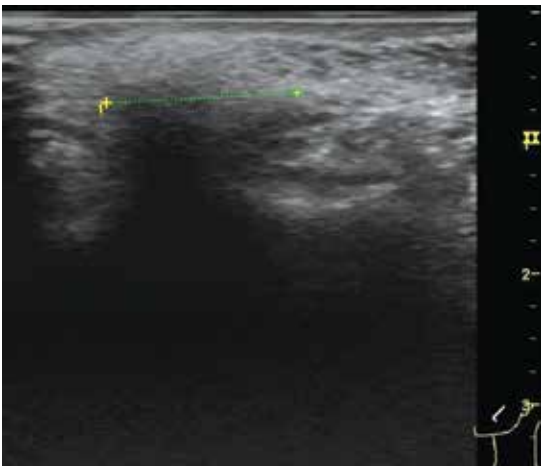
Paciente a quien se le realizó cuatro años antes, al parecer, una inyección con ácido hialurónico en mejilla. En la actualidad presenta una masa y deformidad. La ecografía demuestra una imagen característica de biopolímeros con masa irregular marcadamente hipoecoica, delimitada por el punteado.
